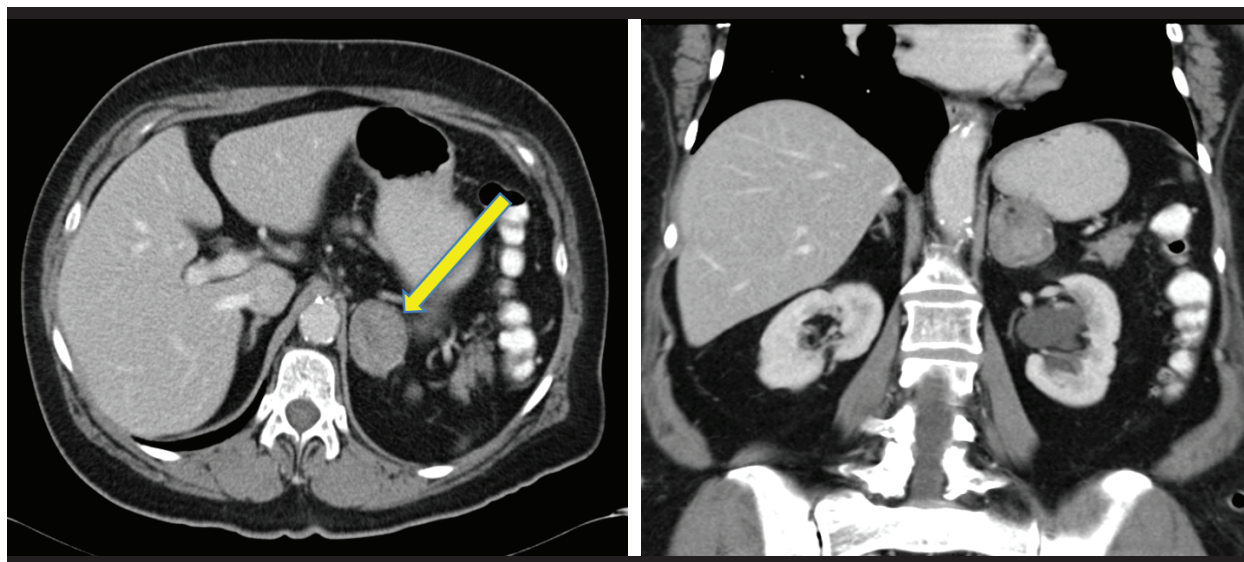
TAC con contraste fase venosa.
